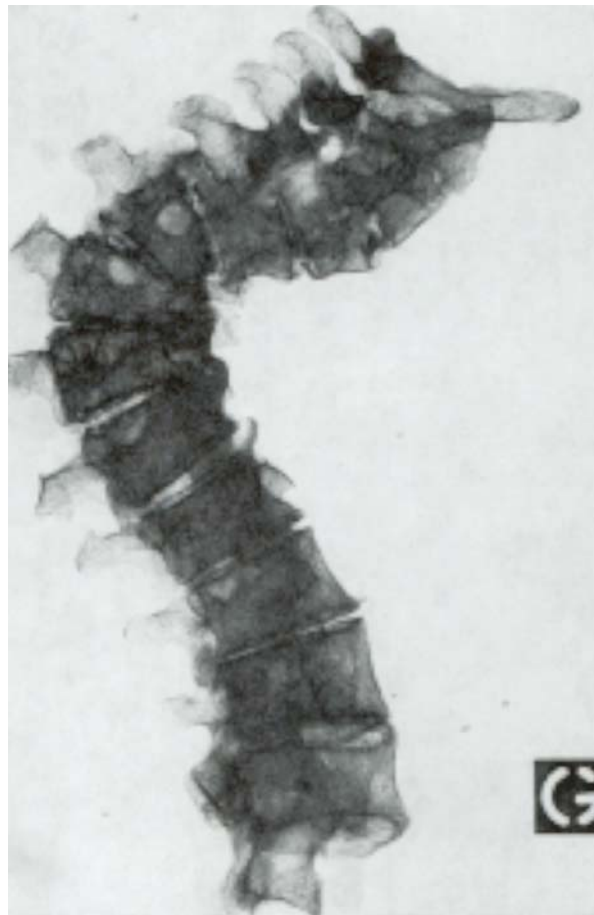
Radiographie du rachis. La Gayole, BT 10. Cliché de face.
